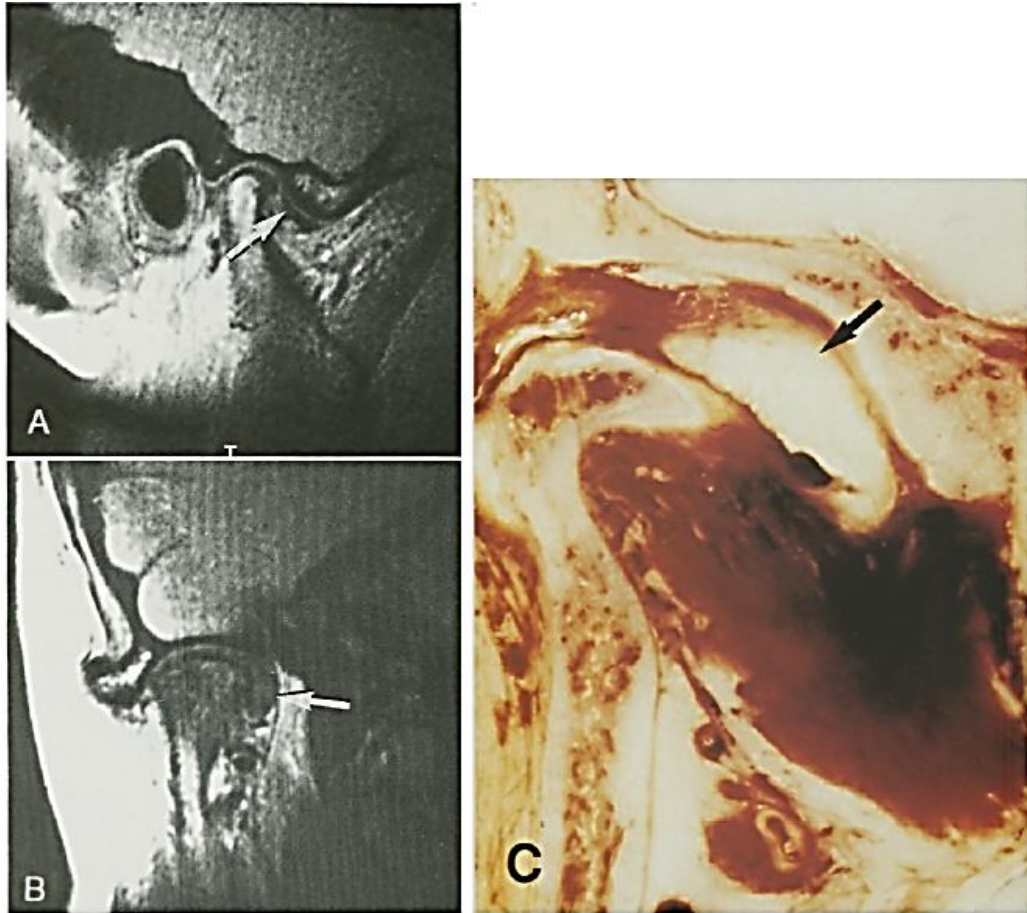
Deslocamento do disco com rotação ântero-medial. A, imagem sagital da RM mostrando disco (seta) anterior ao cndilo. B, imagem coronal da RM (mesma articulao como em A) mostrando disco (seta) para medial do cndilo. C, Criosseco coronal (disco diferente de A e B) mostrando disco (seta) para medial do cndilo.
